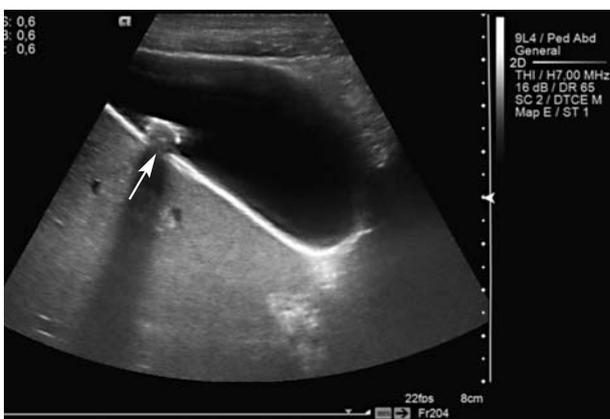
УЗИ желчного пузыря, конкремент обозначен стрелкой (линейный датчик 7,5 МГц, программа «Small Parts»)
